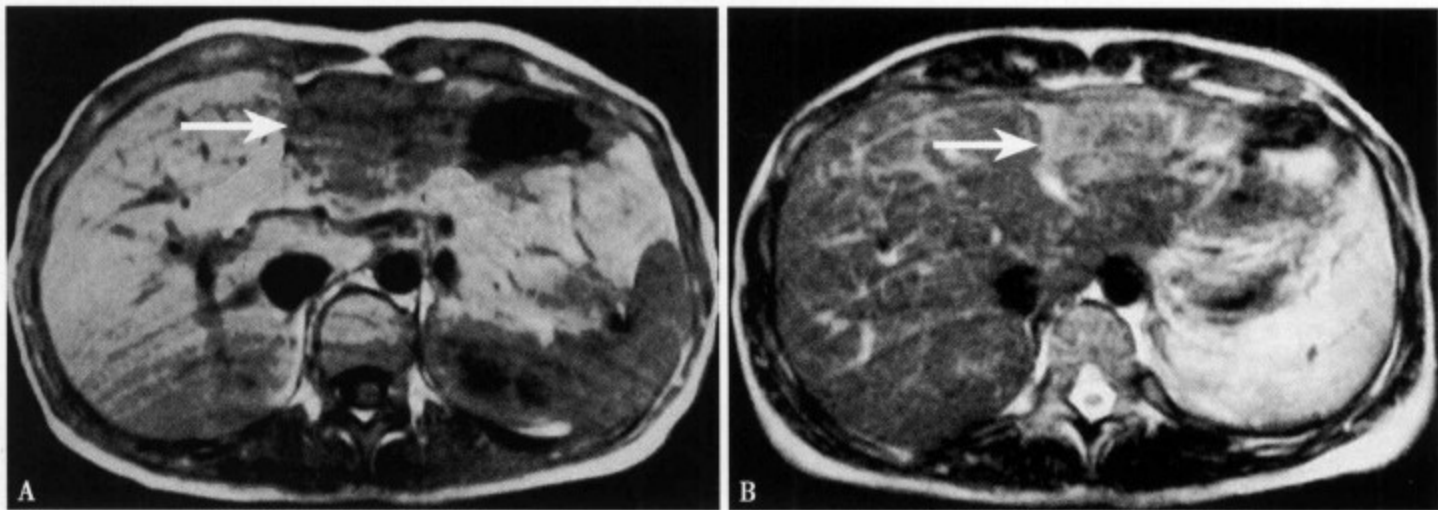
MRI T₁WI (A) 肝左叶外侧段病灶呈低信号, 内部存在更低信号区; T₂WI (B) 病灶的周边部呈稍高信号, 而中心部为低信号
